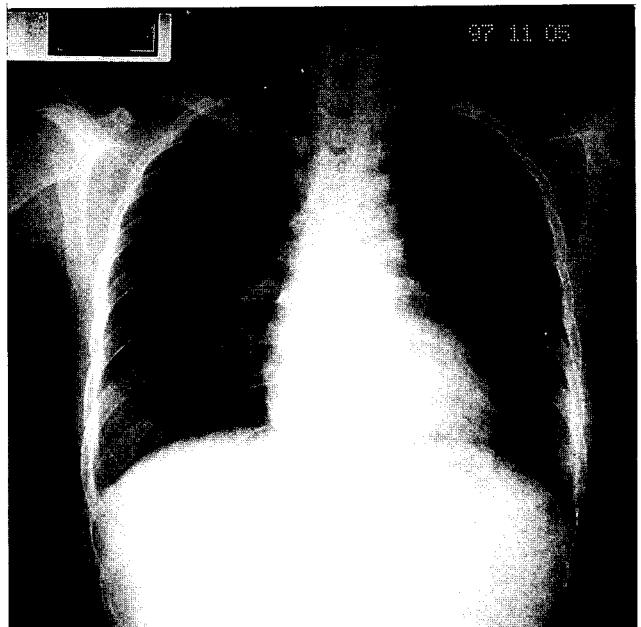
Postoperative follow-up chest X-ray.
